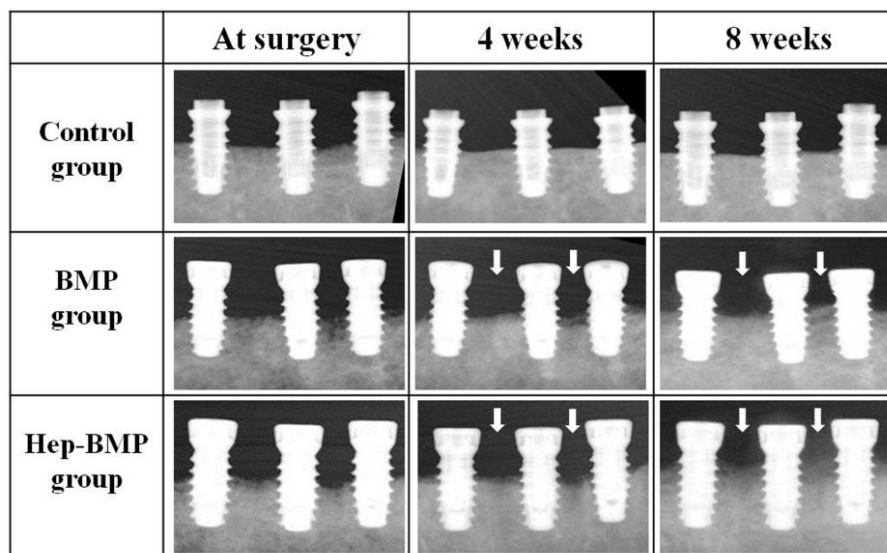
Radiographs of the mesio-distal bone height on peri-implant of two experimental groups and control group at 4 weeks and 8 weeks. The two experimental groups showed vertical bone gain at 4 and 8 weeks (arrow), whereas the control group did not show any changes.
